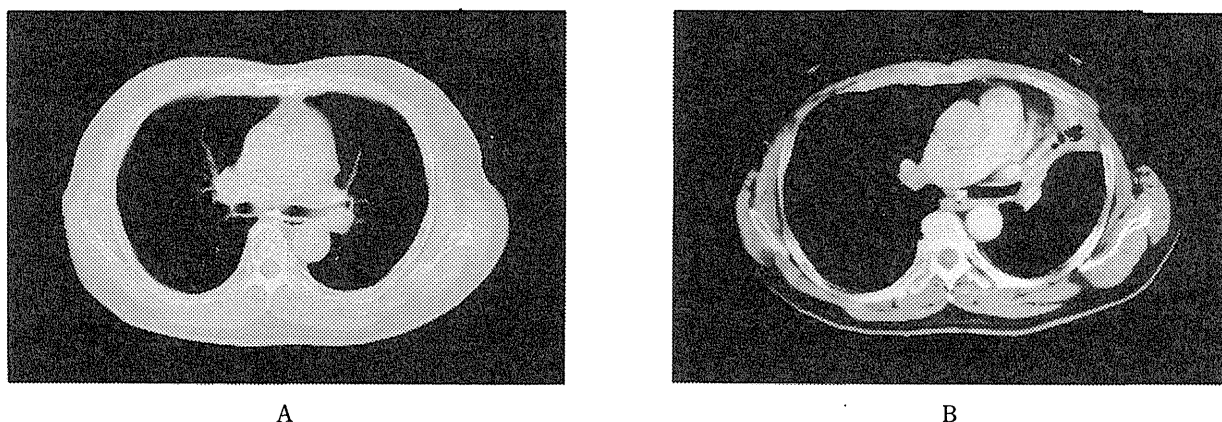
Case 2 confirmed by the follow-up reseach. Chest CT of CT screning on July, 1996 (a) and Chest CT on July, 1997 (b).
